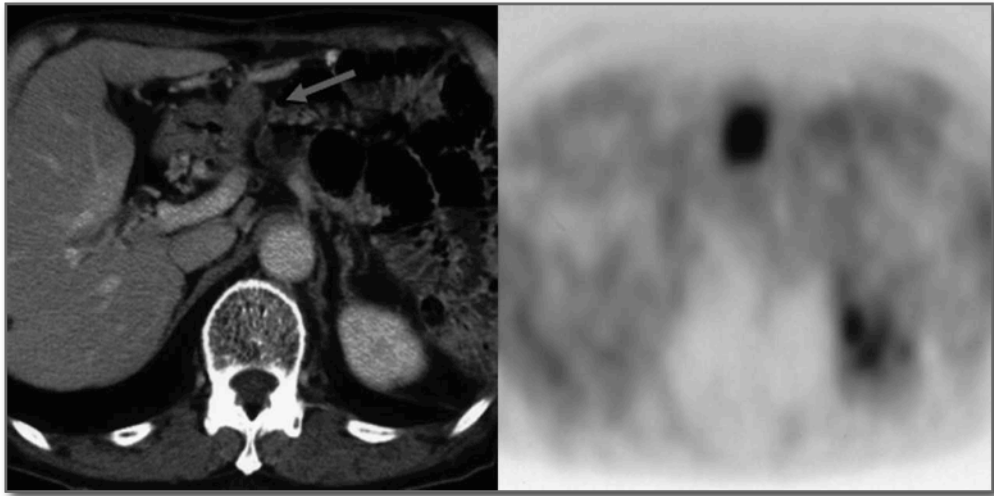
Recidiva de un adenocarcinoma de páncreas. A la izquierda un nódulo (flecha) en la TAC. A la derecha la misma lesión en el PET.
